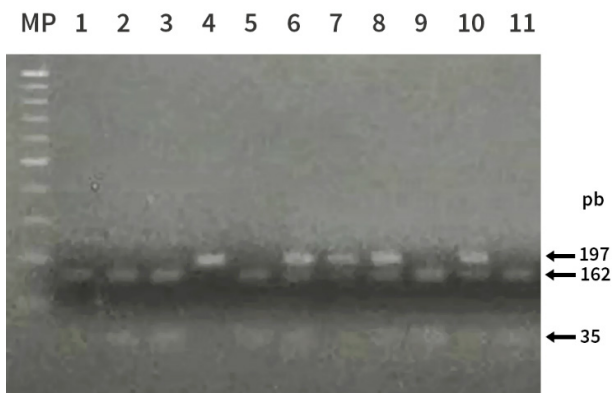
Genotipificación del gen *ABCB1*. Productos de PCR obtenidos por digestión de la enzima en 11 pacientes. MP: marcador de peso molecular 100 pb Ladder. Líneas 1,2,3,5,9 y 11: genotipo homocigoto CC (162 y 35 pb); líneas 6,7,8 y 10: genotipo heterocigoto CT (197, 162 y 35 pb); línea 4: genotipo homocigoto TT (197 pb).
